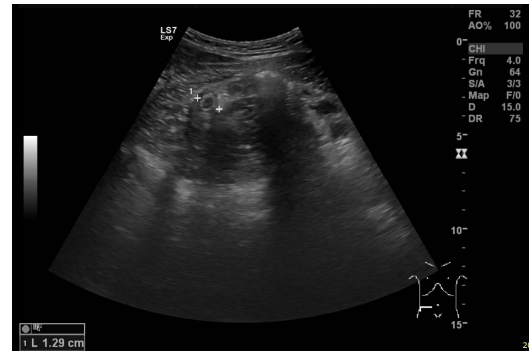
Transverse section in appendicitis by ultrasonographic test.
